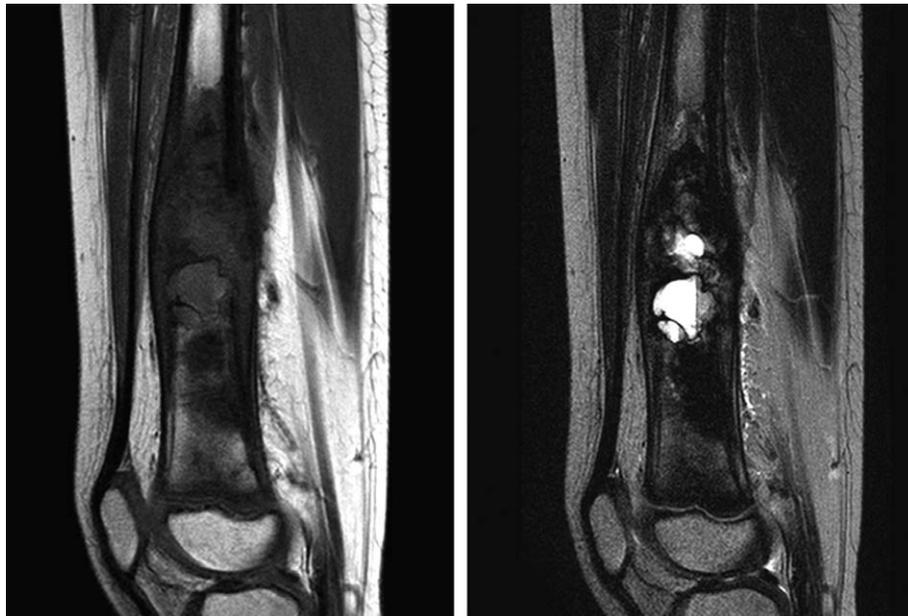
Prechemotherapeutic MRI shows dark low - high SI on T2WI in distal metaphysis of left femur. Heterogeneous enhancement of left distal femoral lesion. Lamellated periosteal reaction and peripheral edema.
